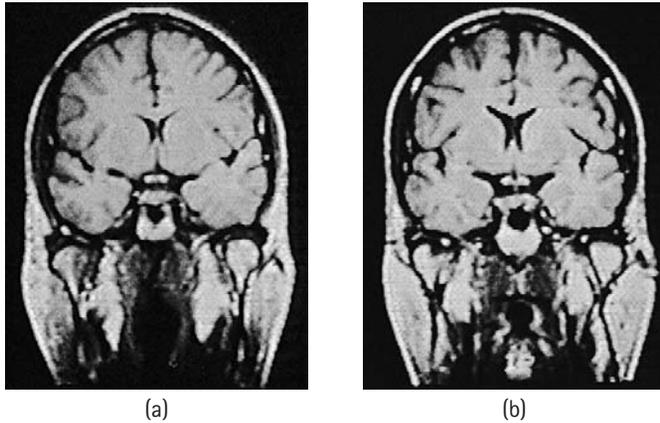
Cuando un gemelo idéntico (MC) desarrolla esquizofrenia y el otro no, una diferencia que se encontró entre ellos es que el gemelo afectado tiende a mostrar ventrículo más grandes. La exploración IRM muestra las diferencias de tamaño de los ventrículos entre el gemelo no afectado (a) y su hermana gemela (b), que tiene el diagnóstico de esquizofrenia. Una explicación posible de esta diferencia entre las gemelas MC es que la gemela con los ventrículos agrandados pueda haber experimentado algún daño antes de nacer.
